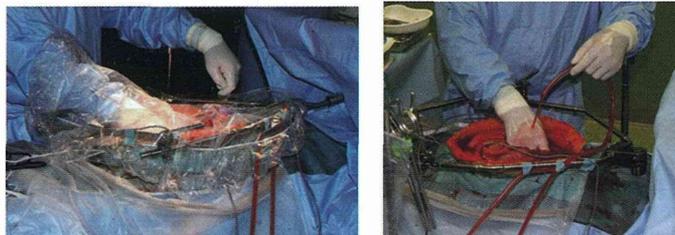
温度上がりが不十分な時には, ビニール製の術中X線透視機器用カバーをリトラクターに掛けることで温度上がりは改善する. 薬液飛散を防止するためには, その中に軽い吸引を掛けておくことが推奨される.
